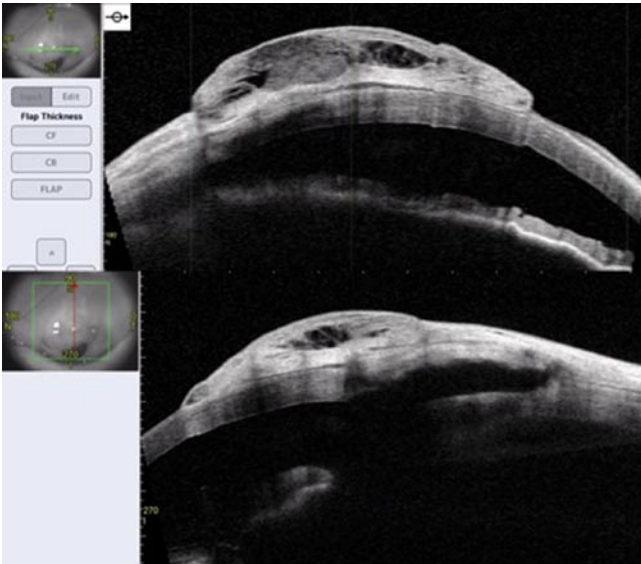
Оптическая когерентная томография переднего отрезка глаза.
